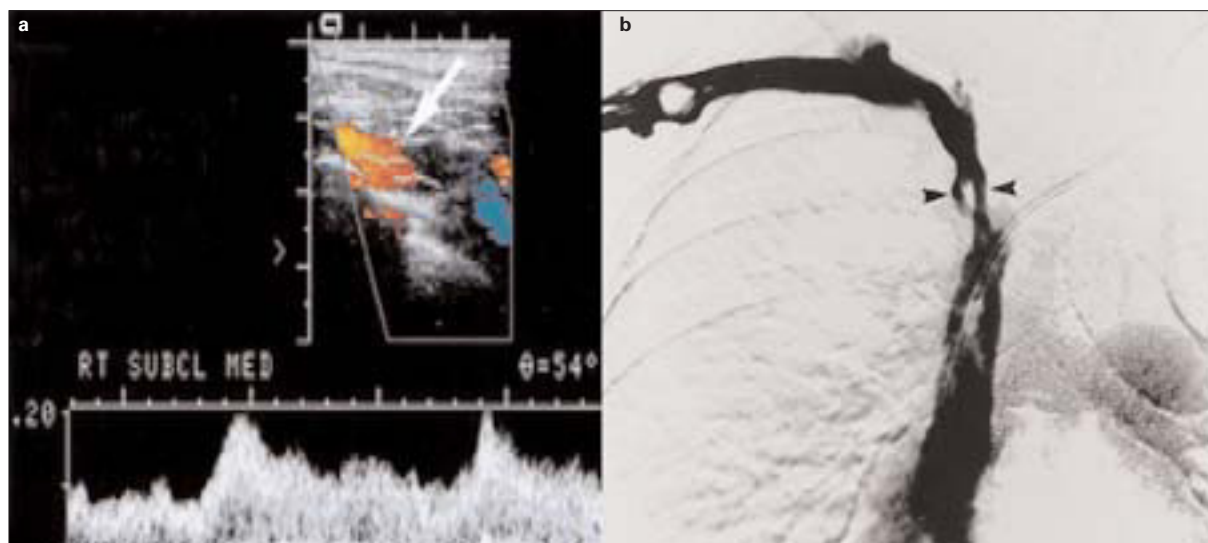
a) Cartografía venosa eco-Doppler preoperatoria con corte longitudinal de una vena subclavia permeable y fácilmente compresible. Las curvas Doppler muestran una fase respiratoria anómala con flujo monofásico que no se modifica con la inspiración. El hallazgo sugiere estenosis/obstrucción de la vena cava superior o tronco venoso braquiocefálico; b) La flebografía correspondiente muestra una estenosis grave del tronco venoso braquiocefálico (flechas).
